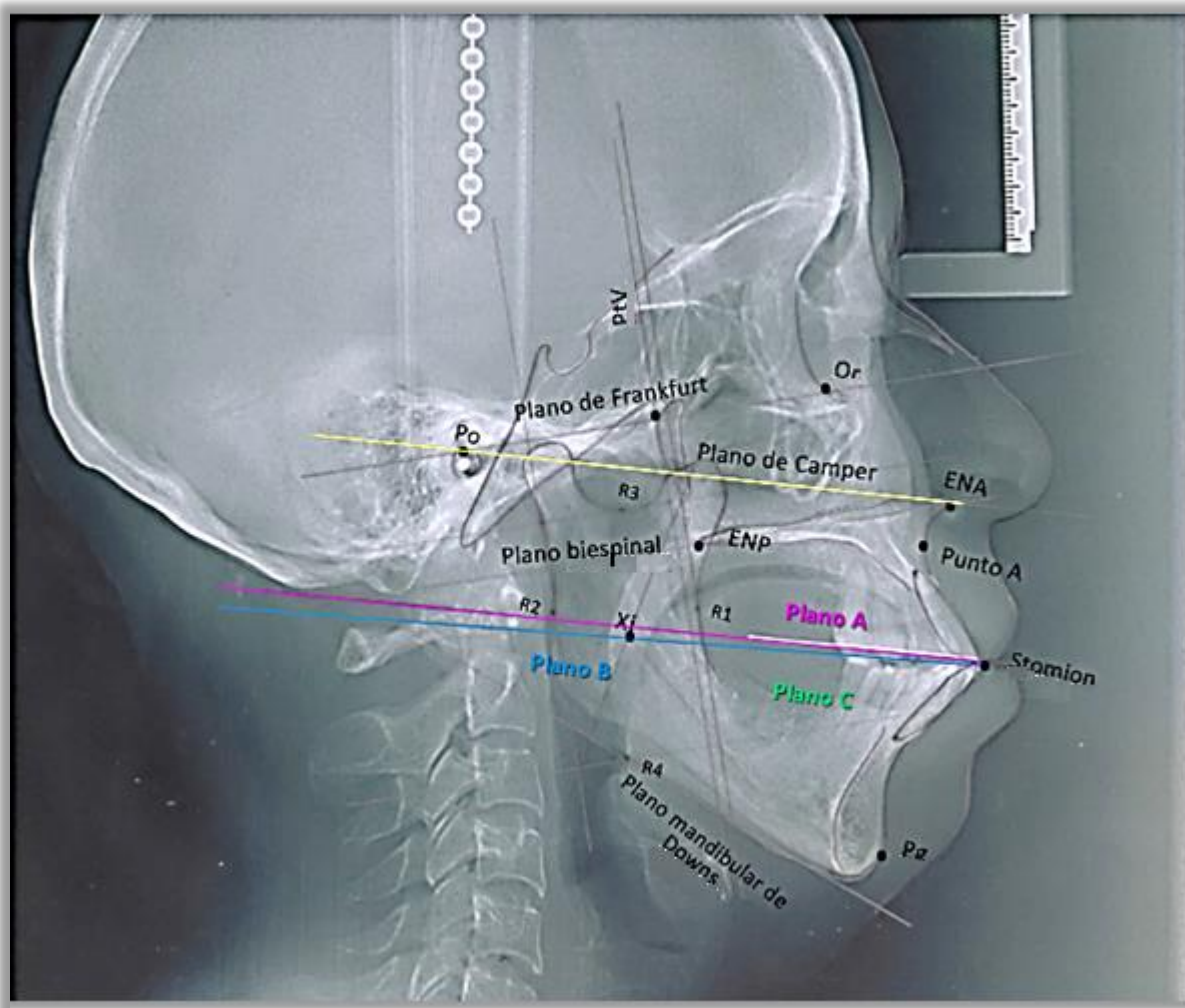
Segunda radiografía confirmando la altura del plano protésico.
